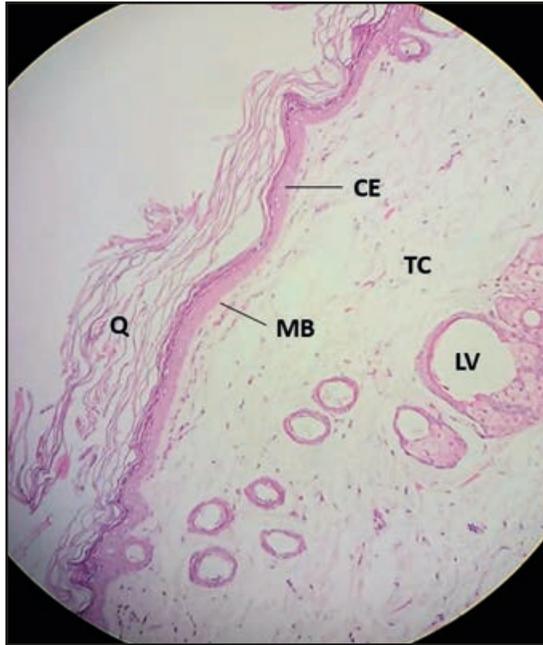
Epitélio estratificado pavimentoso queratinizado – pele fina. MB: membrana basal; TC: tecido conjuntivo; G: glândula; Q: camada de queratina. Ampliação: 40x. (HE).
